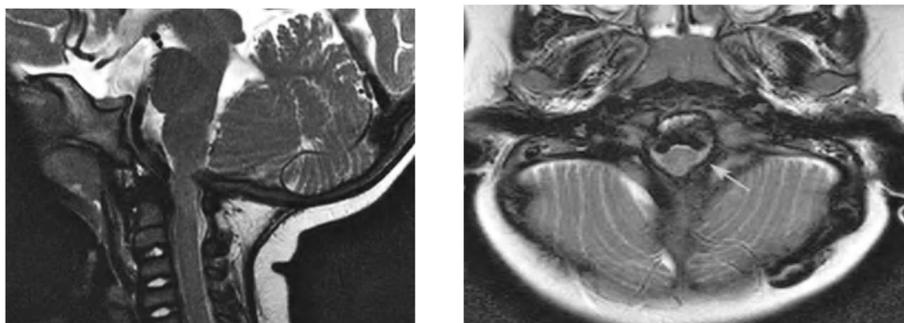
IRM T2 vues sagittales et axiales chez un patient achondroplase, à gauche il y a une surcroissance de l'opisthion et à droite le foramen magnum a une forme de goutte de larme (flèche blanche). (429)
